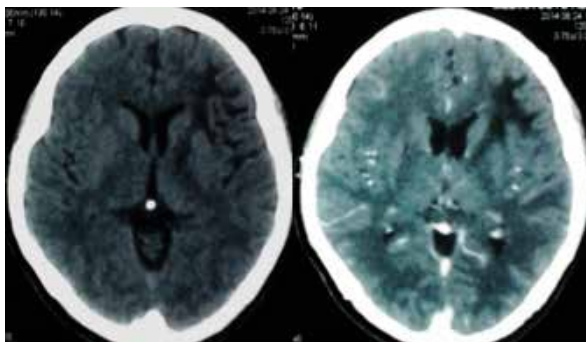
Tomografía espiral multicorte cerebral: lesión frontoparietal izquierda.
